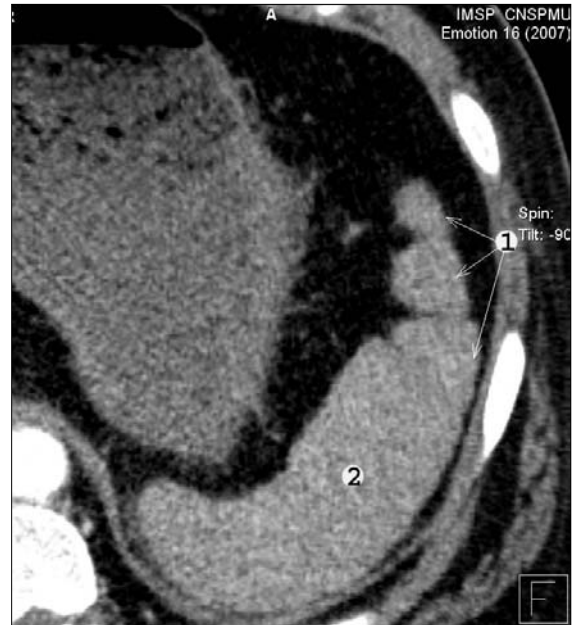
Три добавочных селезенки у переднего полюса основной селезенки (муж., 55 лет), КТ: 1 – добавочные селезенки; 2 – селезенка.
